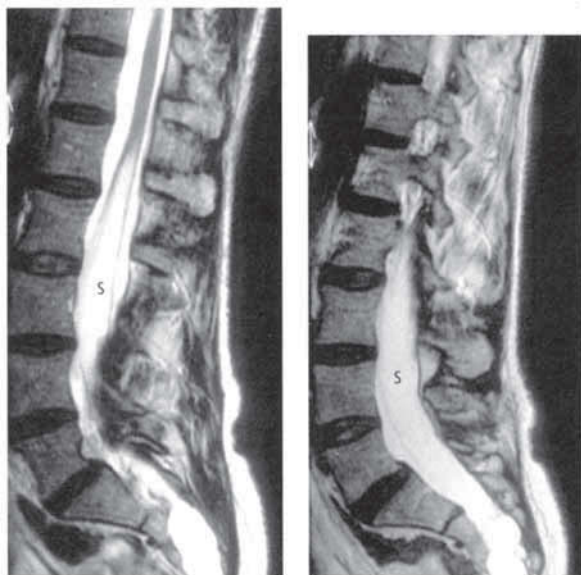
МРТ спинного мозга, виден спинной мозг, опускающийся в поясничную цистерну. Спинной мозг содержит полость, заполненную жидкостью, — вариант поясничной сирингомиелии (s). Из-за сколиоза приведены два сагиттальных снимка
